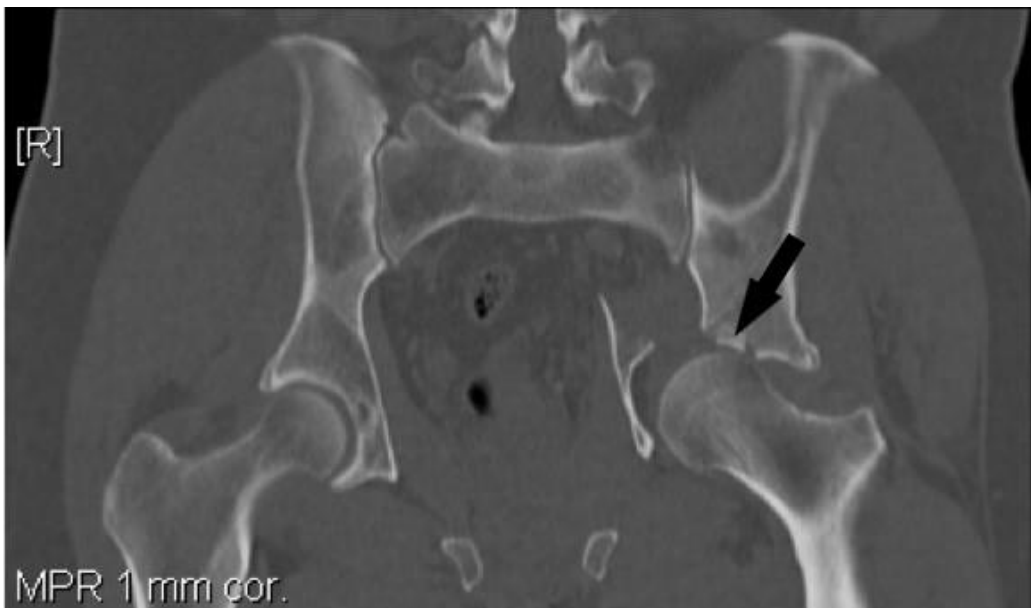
Computertomografische Aufnahme der Fraktur aus der obigen Abbildung. Man beachte die deutliche Impression der Gelenkfläche. Sie ist mit einem Pfeil markiert.
